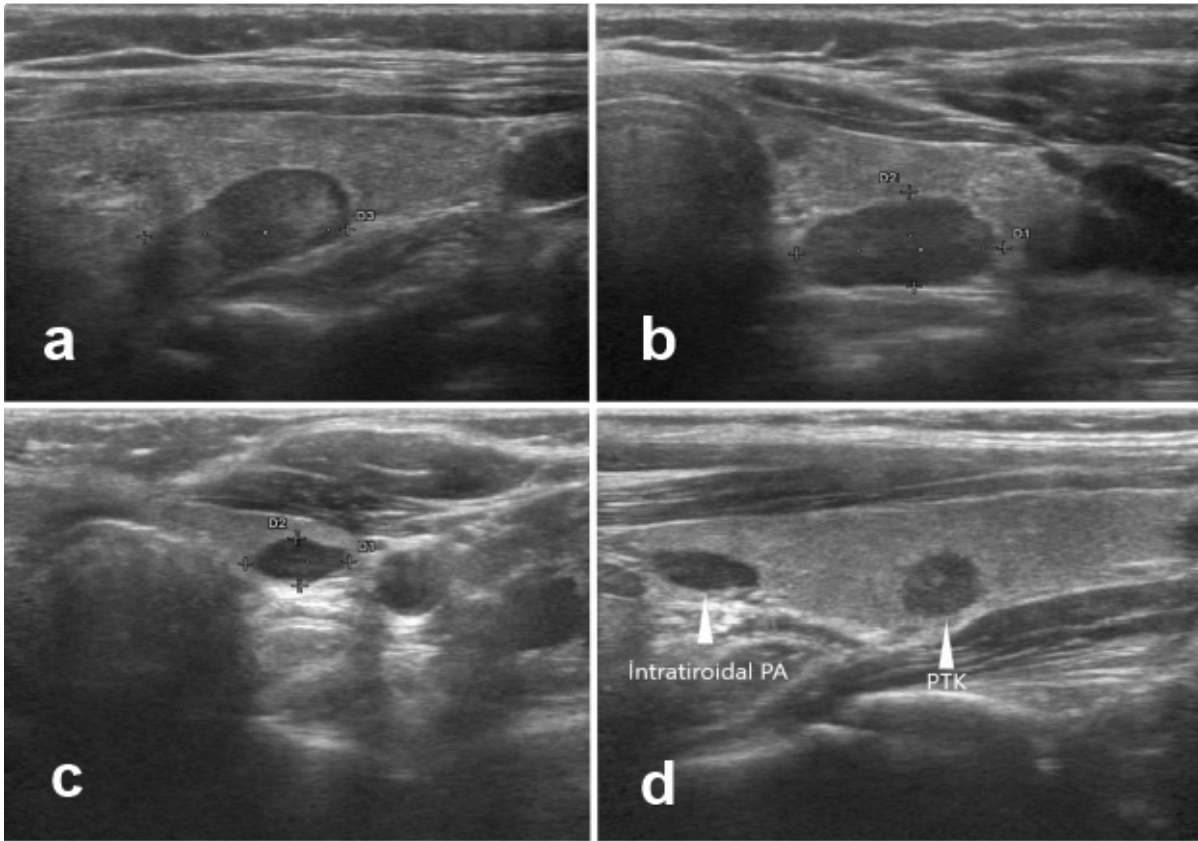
a, b) Doppler ile kanlanma saptanmayan paratiroid adenomlar
